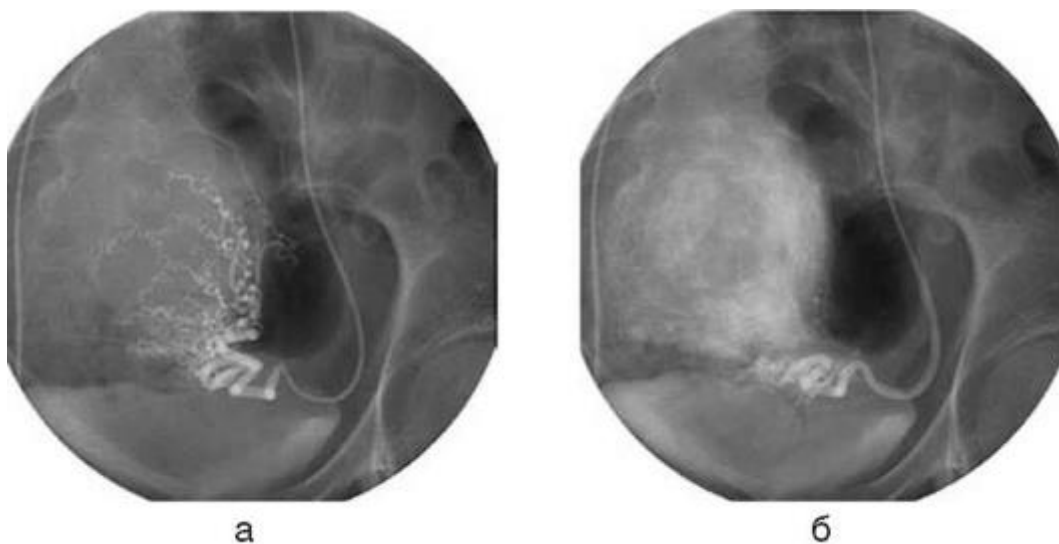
Рентгенологическая картина перифиброидного сплетения до (а) и после (б) эмболизации маточных артерий
